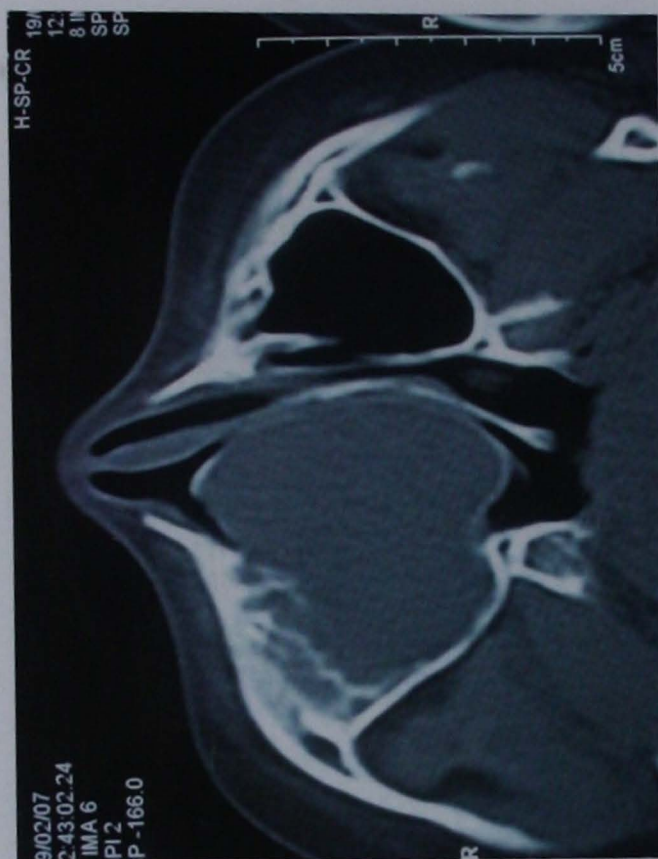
TC simple de la nariz y los senos paranasales. Corte coronal de la lesión, que desplaza la lámina papirácea sin invadir la órbita.
